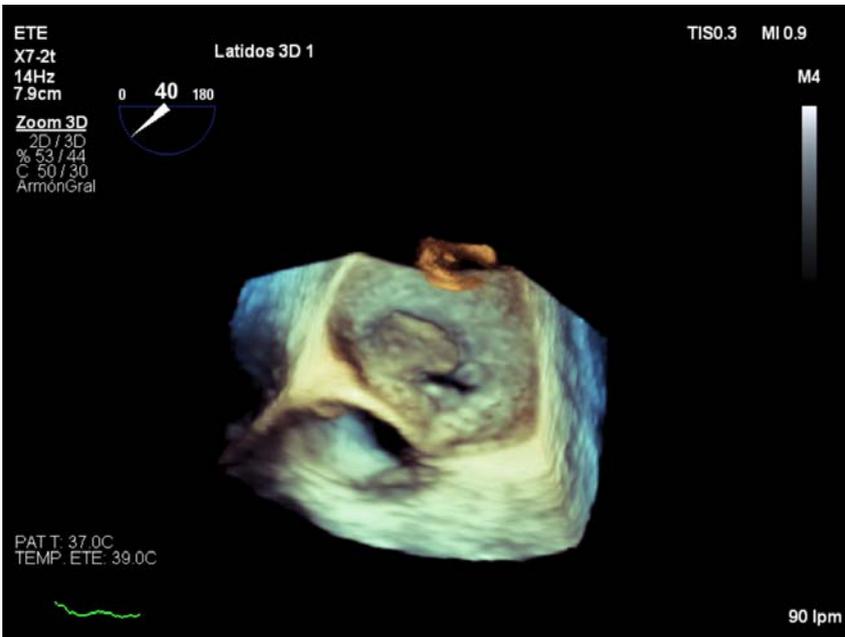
Ecografía transesofágica 3D.
